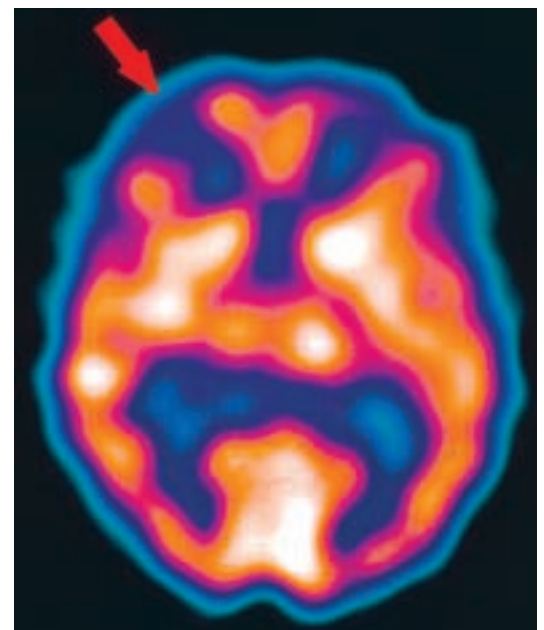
SPECT: präoperativer Perfusionsdefekt im Versorgungsgebiet der rechten A. cerebri media.
